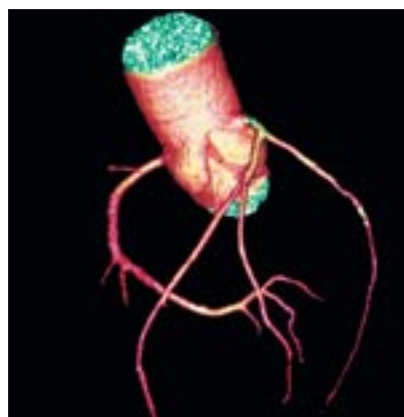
Метод МСКТ. Трехмерная реконструкция коронарных артерий (Volume Rendering). Продленный стеноз огибающей артерии, устья передней межжелудочковой артерии.
